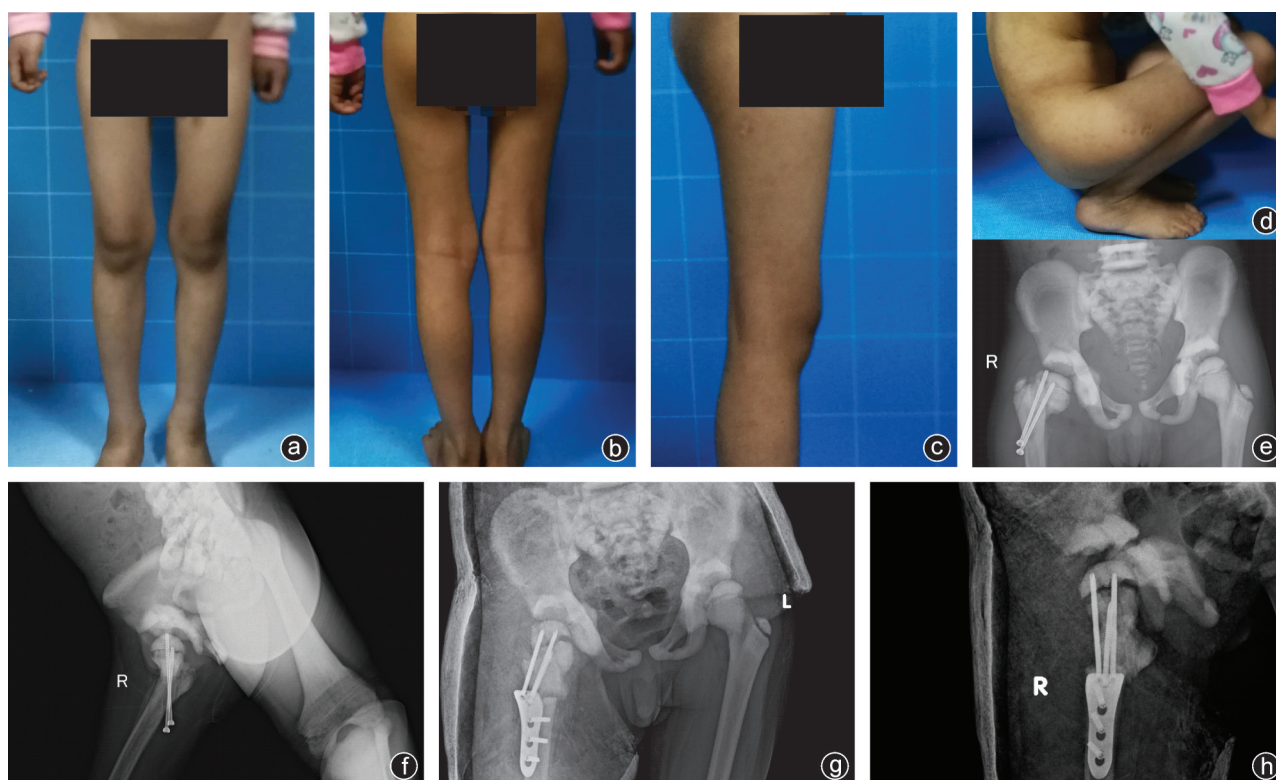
术后12个月复查,患儿双侧下肢等长,髋关节活动正常(a~d);术后13个月X线片检查示右股骨颈骨折不愈合、髋内翻、螺钉松动退出(e,f);空心螺钉内固定取出,转子下外翻截骨,儿童髋部解剖锁定钢板内固定(g,h)
